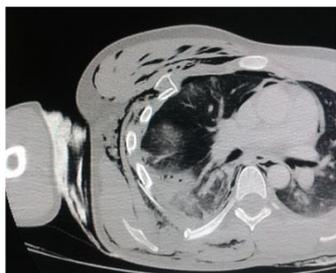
Tomografía de tórax con hemotórax, fracturas costales y enfisema subcutáneo.
